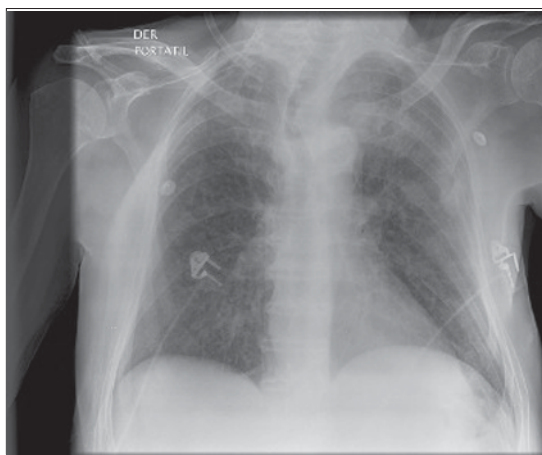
Radiografía de tórax de paciente fumador con RBILD.
